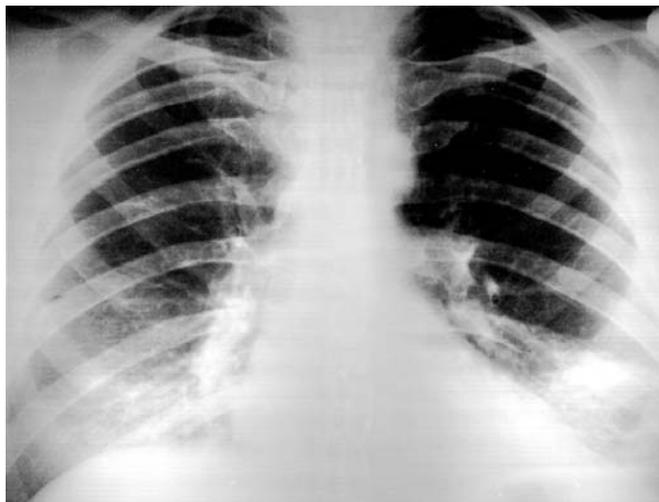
Рентгенограмма легких больного А. С. через 6 месяцев наблюдения
